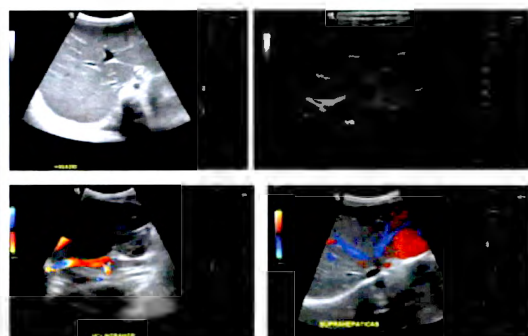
Ultrasonido Dopler de Hígado y Vías Biliares
